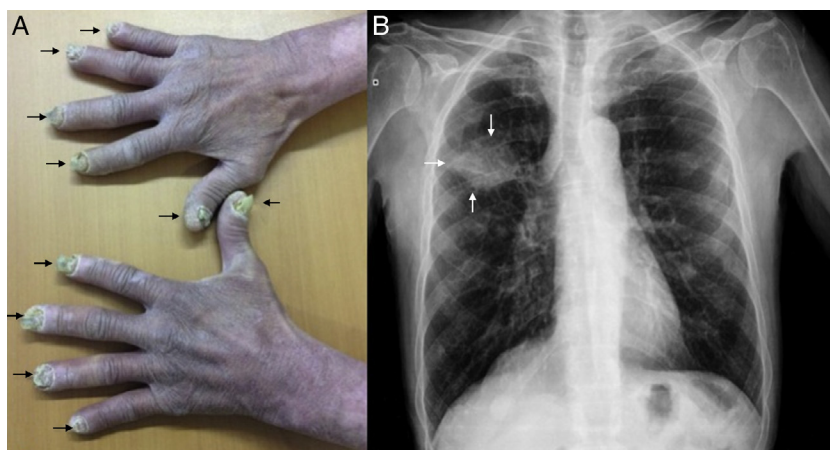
A) Importante distrofia ungueal, hiperqueratosis subungueal, estriaciones longitudinales y onicólisis (flechas negras). B) Radiografía de tórax: masa pulmonar en lóbulo superior derecho (flechas blancas).
